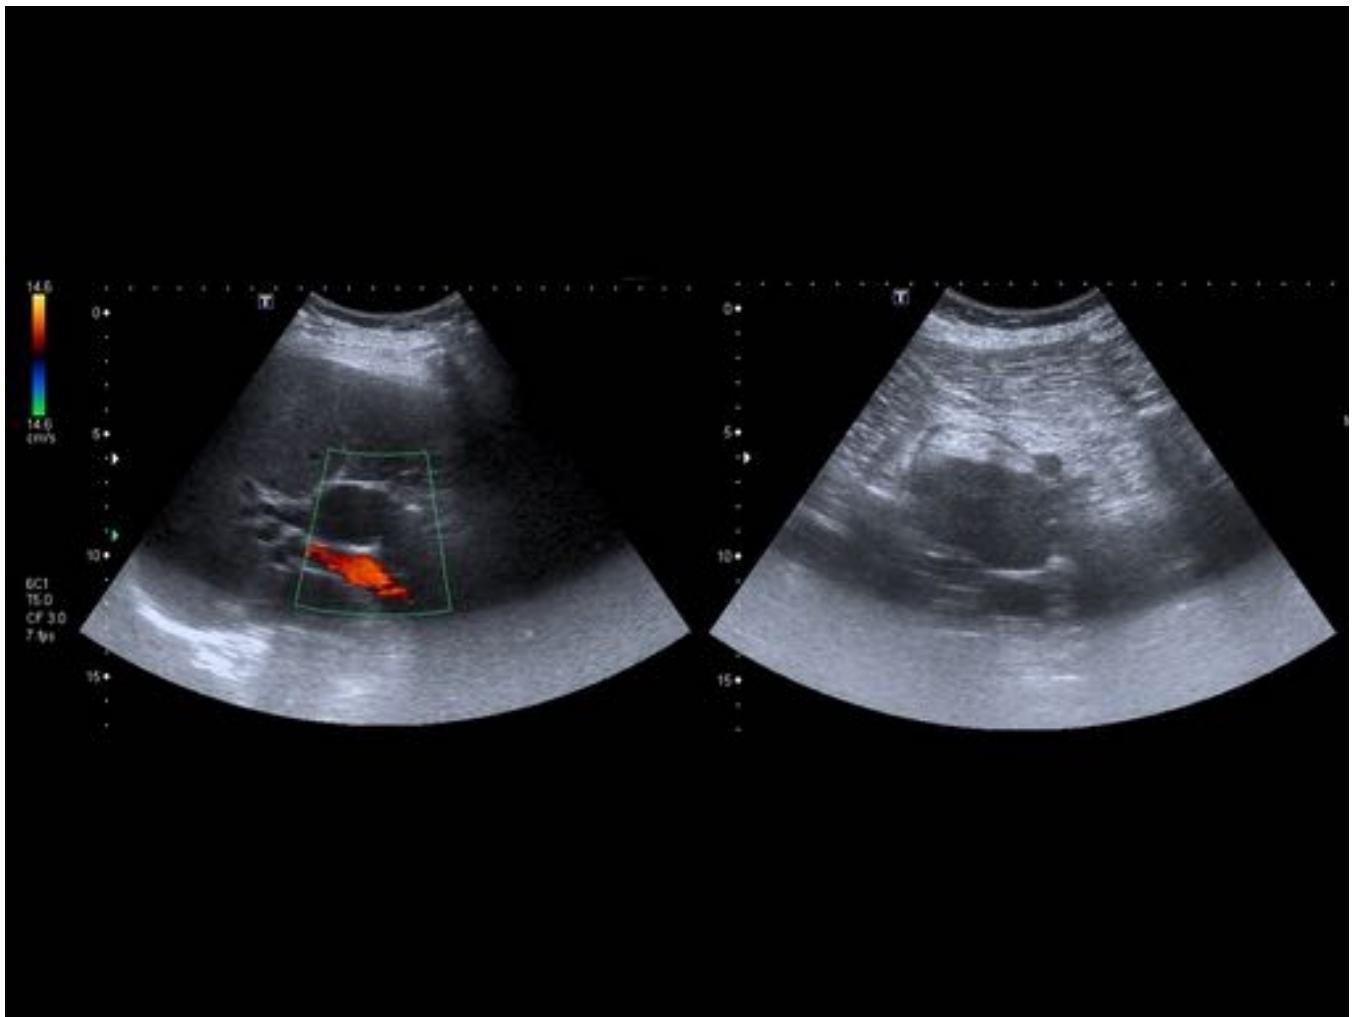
TNE no funcionante pancreático. Paciente que acude por ictericia y dolor cólico abdominal. En la ecografía transabdominal se identifica una severa dilatación de la vía biliar intrahepática y del colédoco. En la imagen de la derecha se identifica una masa hipodensa en la cabeza de páncreas como causa de la obstrucción.
